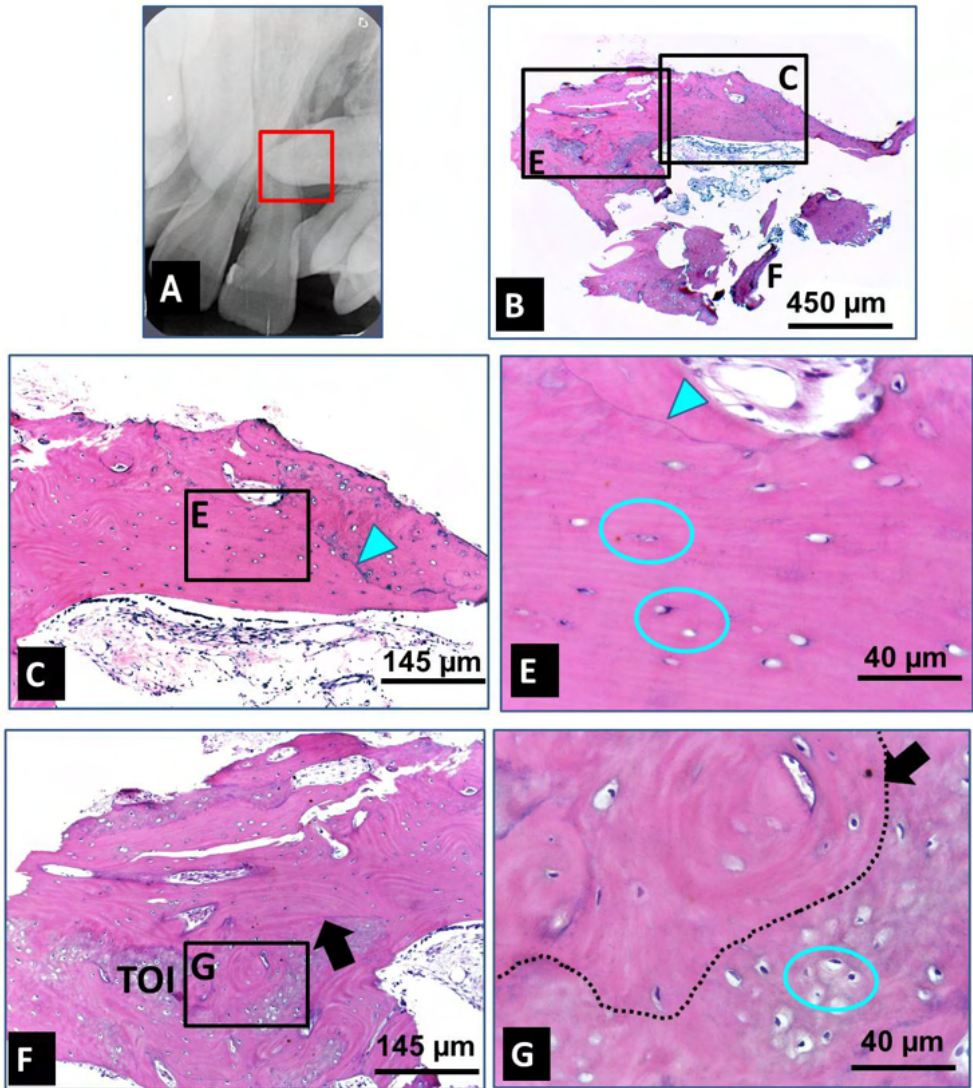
Paciente do gênero feminino, com fissura labiopalatina completa do lado esquerdo sem EOA com rhBMP-2 aos 16 anos de idade: A) Radiografia periapical obtida no dia da exposição cirúrgica mostrando a retenção do canino permanente e a área de remoção da biópsia (área contornada em vermelho). Imagens histológicas do tecido ósseo corado pela HE: B) Aspecto panorâmico dos fragmentos da biópsia (um fragmento de @ 1,5x0,5mm² e outros fragmentos < 0,5mm²). Objetiva de 4X. C-D). Detalhes do fragmento formado por uma mistura de tecido ósseo maduro de arranjo lamelar (seta preta) e osso imaturo mais desorganizado (TOI) contendo várias lacunas de osteócitos próximas (área circundada em azul). Objetivas de 10X e 40X. E-F) Outro detalhe do fragmento formado por denso tecido ósseo de arranjo lamelar com as lacunas de osteócitos (área circundada em azul) acompanhando as o sentido das lamelas e as linhas de reversão (cabeça de seta azul). Objetivas de 10X e 40X.
